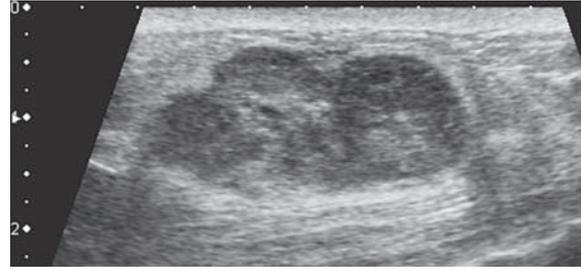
分葉低エコー腫瘤、境界部明瞭粗造、内部エコー不均質、後方エコー増強、前方境界線の断裂あり、カテゴリ4、推定組織型；充実腺管癌 > 線維腺腫
